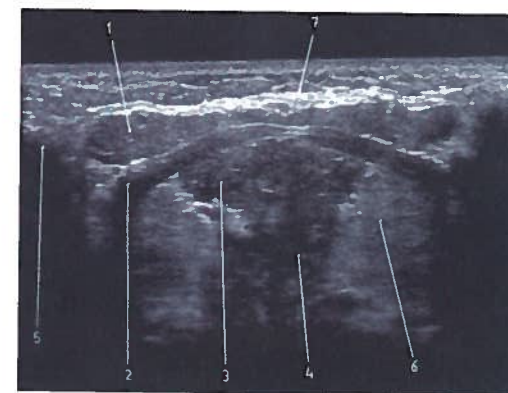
Estudo coronal do pavimento da boca (trígono submental) em ecografia
